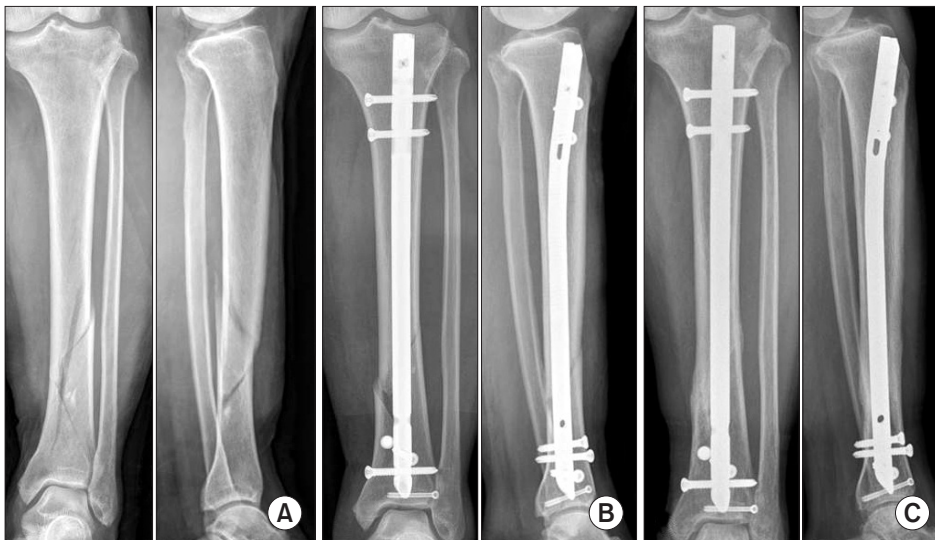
(A) Radiograph showing distal tibial metaphyseal fracture with intra-articular extension in a 56-year-old female due to a car accident. (B) After *in situ* fixation of intraarticular fracture, blocking screw assisted interlocking nailing was performed. (C) Healed fracture 5 months postoperatively.
